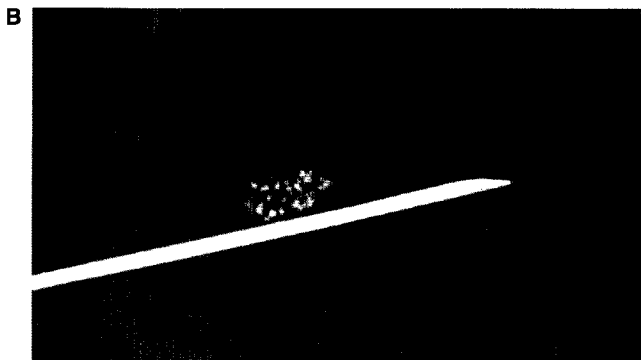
A: Mamografía mostrando calcificaciones predominantemente granulares. B: Radiografía de la pieza quirúrgica tras biopsia dirigida mostrando con mayor detalle la morfología de las partículas. C: Microfotografía de la pieza quirúrgica que muestra un ductus con carcinoma intraductal de tipo cribiforme con calcificaciones y mínima necrosis (hematoxilina-eosina, x40).
